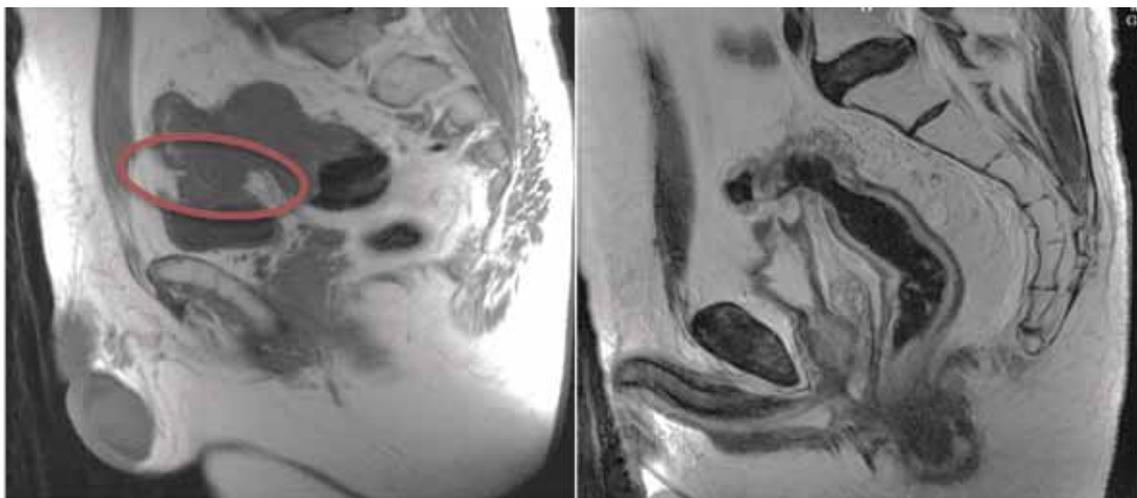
Срезы МРТ-исследований пациента с ректовезикальным свищом до и после лечения, зона свища обведена эллипсом
